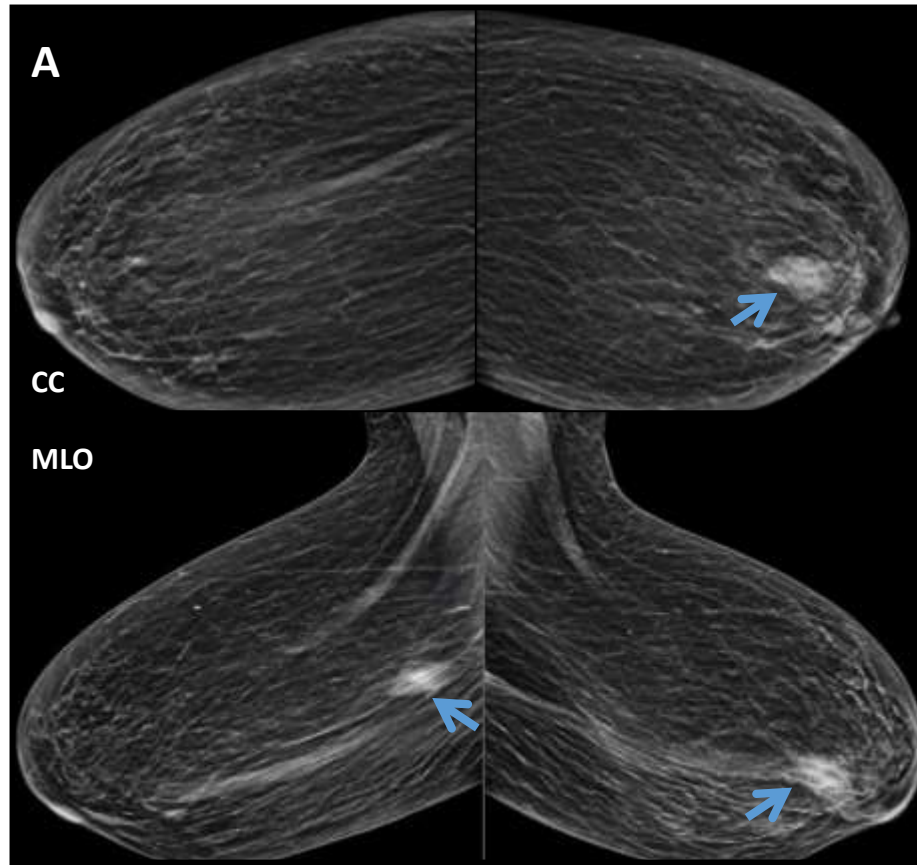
A) Mamografías bilaterales CC y MLO con tomosíntesis: Nódulos retroareolares bilaterales de alta densidad, sin calcificaciones. B) Ecografía mamaria: Nódulos sólidos hipoeoicos microlobulados en el cuadrante superior externo de la mama derecha y en la región retroareolar de la mama izquierda con varios focos que contactan con el complejo areola-pezones, y adenopatía axilar izquierda patológica (flecha fina). Dados los hallazgos patológicos sospechosos, se realizó una biopsia con aguja gruesa con diagnóstico definitivo de linfoma difuso de células B intramamario bilateral.
